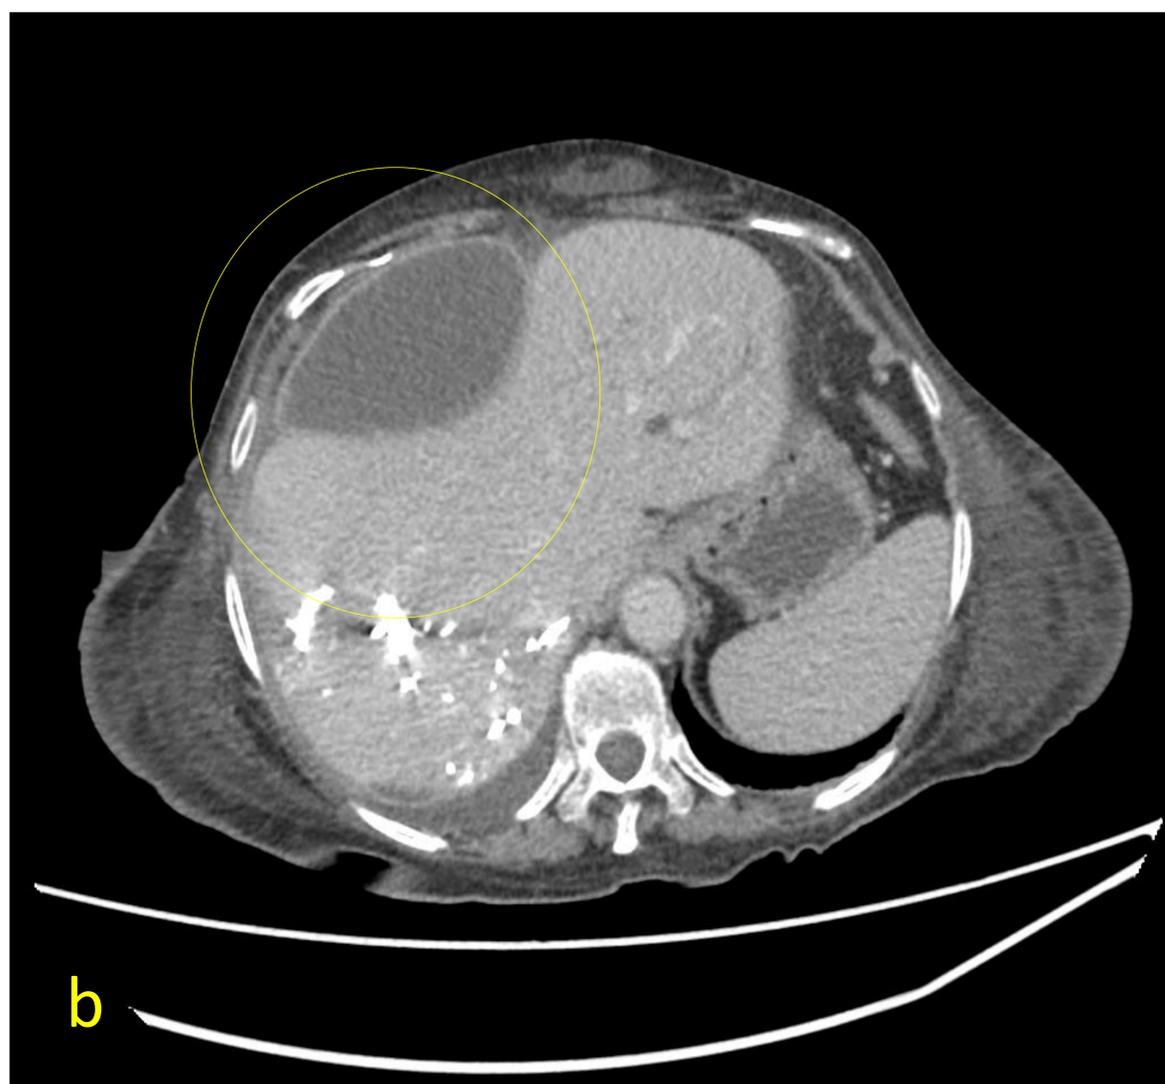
Bilioma postquirúrgico: a) Se observa DBE alojado en vía biliar y catéter de drenaje percutáneo en el seno del bilioma (flechas amarillas) . b) Corte axial de TC donde se observa el bilioma perihepático.
